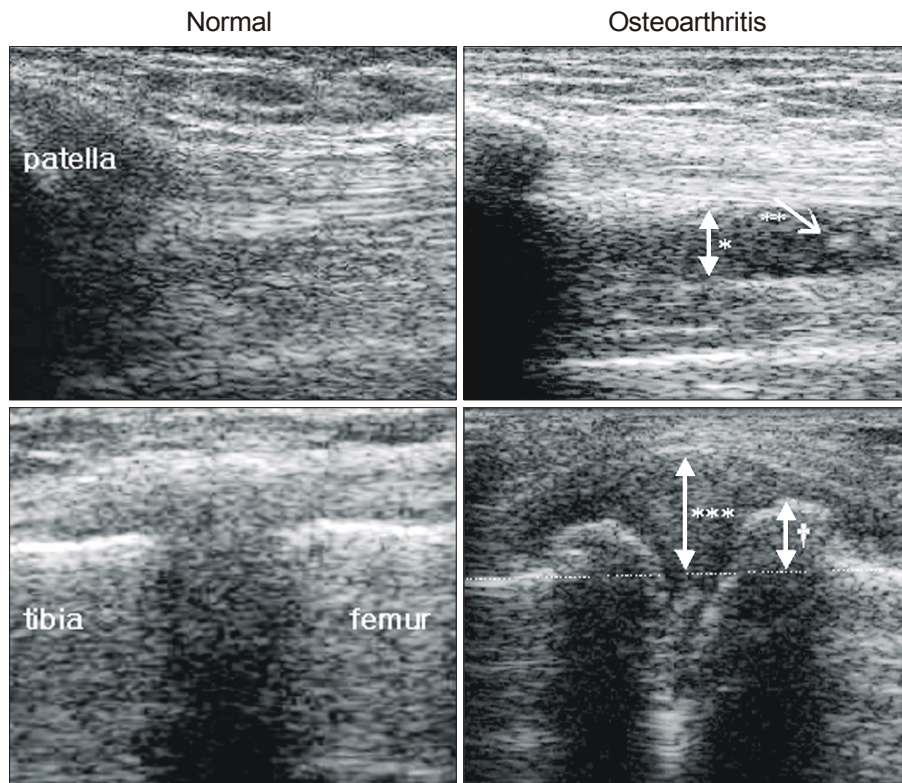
Knee ultrasonographic findings of normal and osteoarthritis patient \*effusion, \*\*synovial proliferation, \*\*\*capsular distension, † osteophyte.
